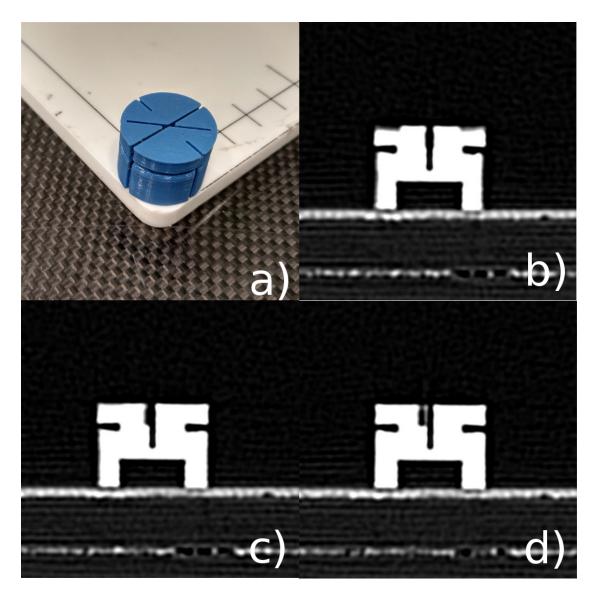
Detalle del elemento microposicionador (a). Imágenes CT de ancho de corte 0,7mm, centradas en el microposicionador en los cortes 0.0 mm (b), 0.7 mm (c), y 1.4 mm (d).
